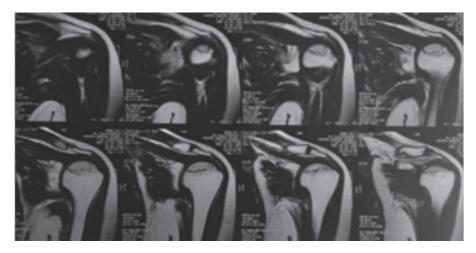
Resonancia magnética de hombro izquierdo
